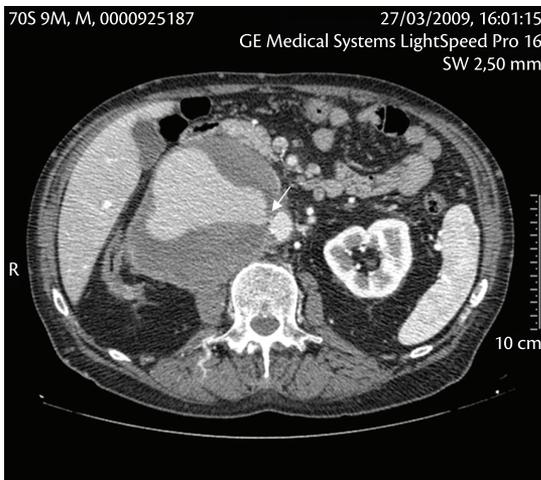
Angiotomografia demonstrando pseudoaneurisma de artéria renal. Seta – óstio da artéria renal.
